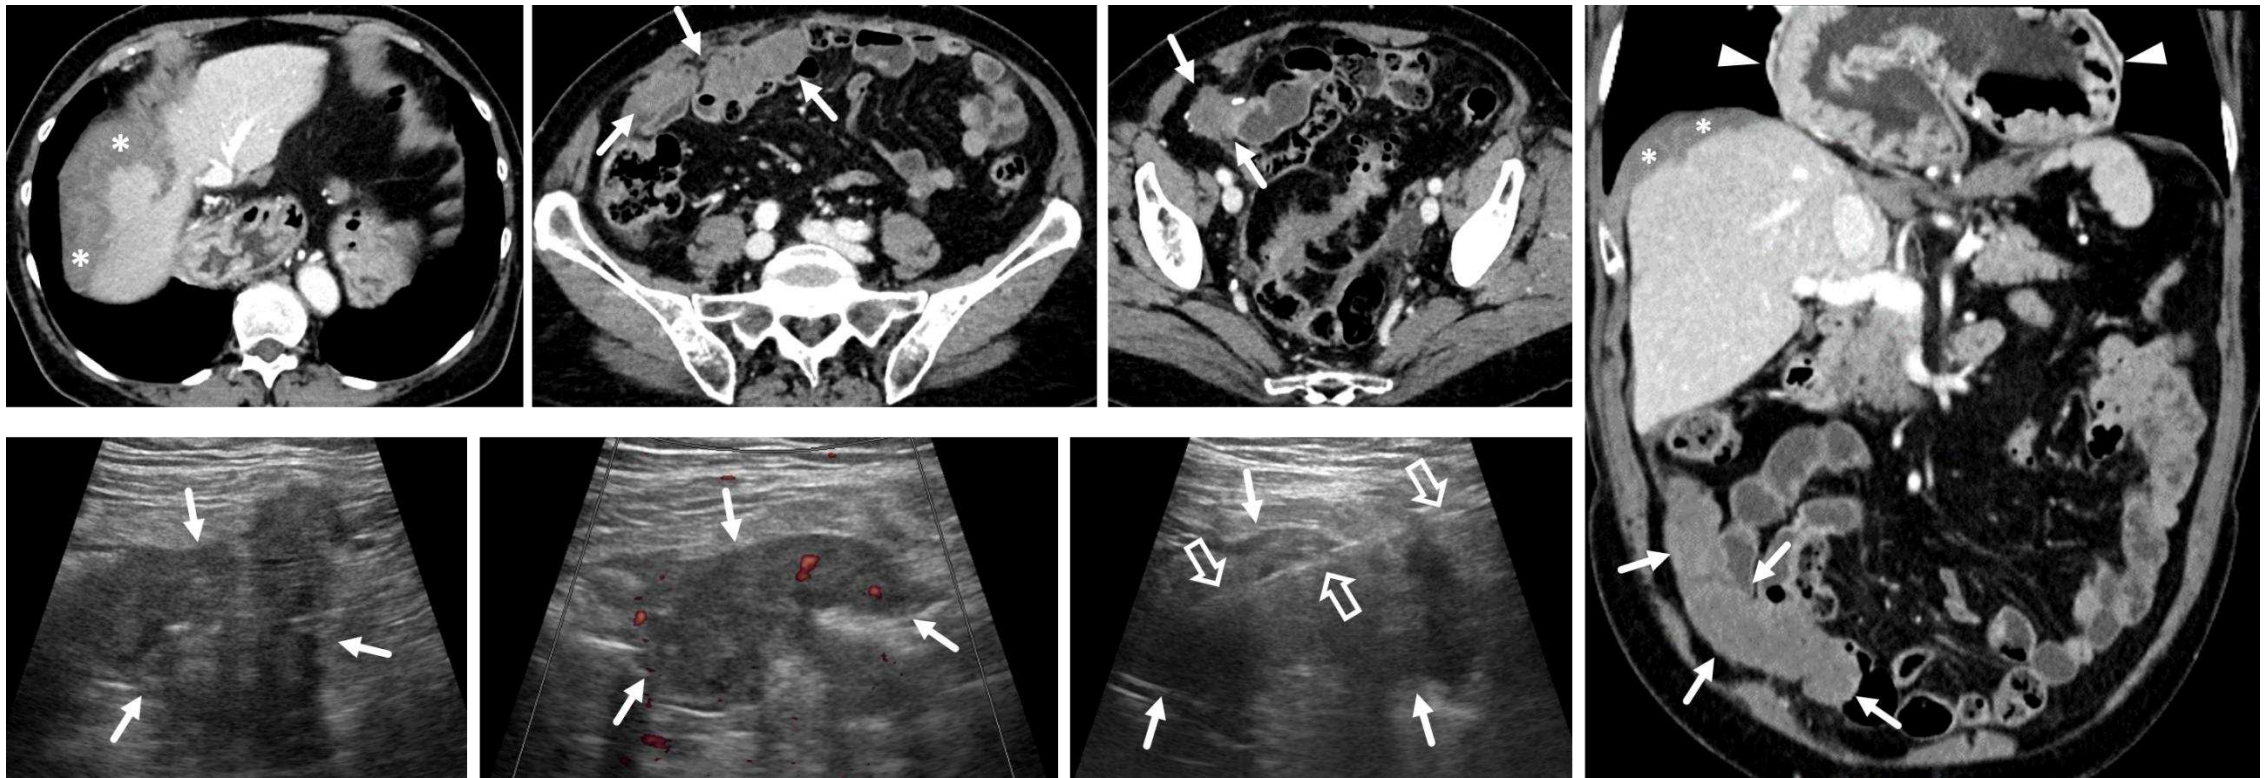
Mujer de 78 años. Masa sólida vascularizada en eco Doppler y captante en TC, que se extiende desde fosa iliaca derecha en contacto con el ciego a vacío derecho (flechas), con infiltración de apéndice y, en contigüidad, epiplón mayor. Se acompaña de implantes peritoneales captantes en espacio subfrénico derecho (*), con festoneado de la superficie hepática. Incidentalmente es visible una gran hernia mixta de hiato esofágico (cabezas de flecha). Se realizó biopsia guiada ecográficamente de la afectación del epiplón mayor (flechas huecas), con diagnóstico de adenocarcinoma mucinoso de alto grado de apéndice con células en anillo de sello, con carcinomatosis peritoneal.
